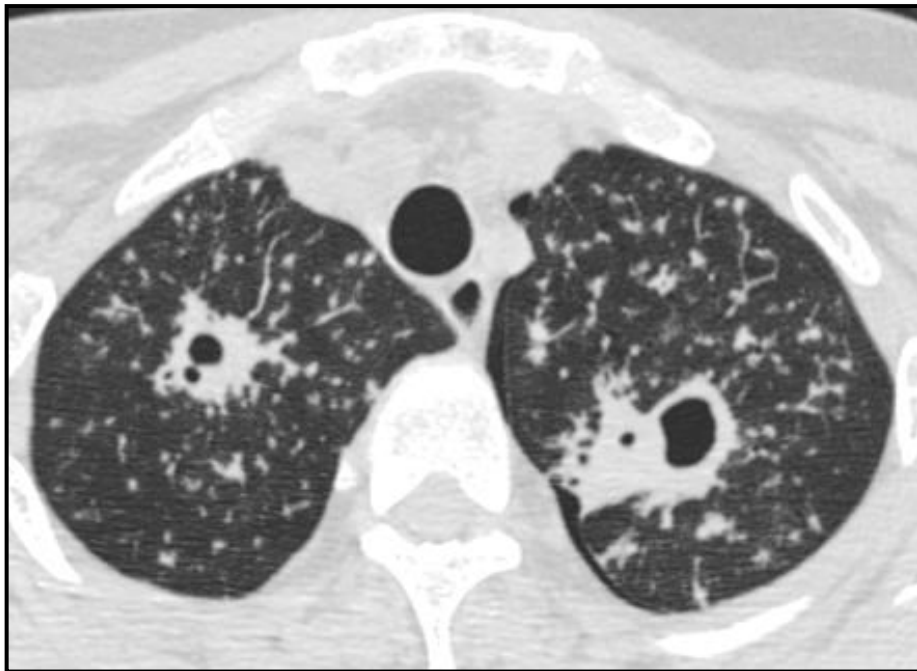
TC en la que se observan dos imágenes cavitadas de pared gruesa e irregular en ambos lóbulos superiores con signos acompañantes de afectación bronquiolar (nódulos centrolobulillares).
